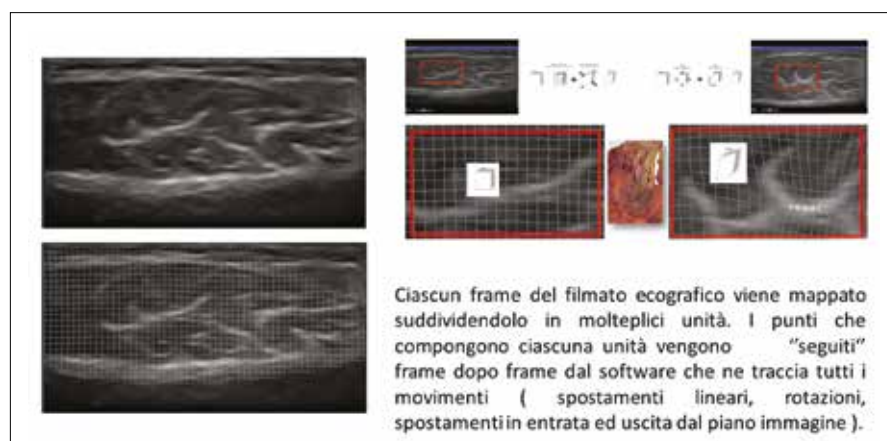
Analisi dell'immagine ed ecografia multi frequenza ad alta risoluzione
